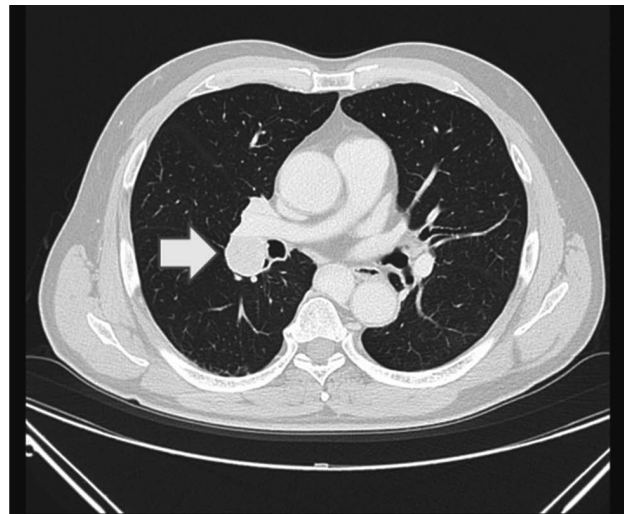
Chest computed tomography (CT) image shows a nodule of 2 cm in size, suggesting metastasis from renal cell carcinoma.
